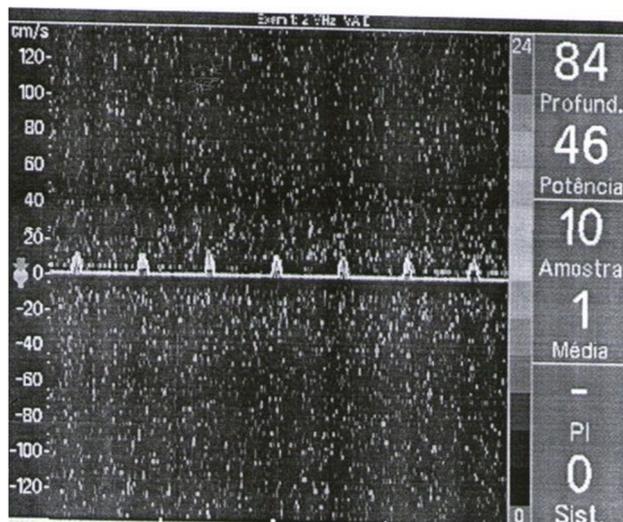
Doppler transcraniano sem fluxo
